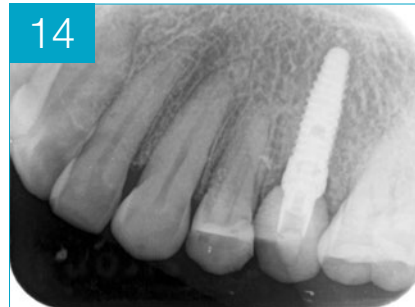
Controllo radiografico a sei mesi
